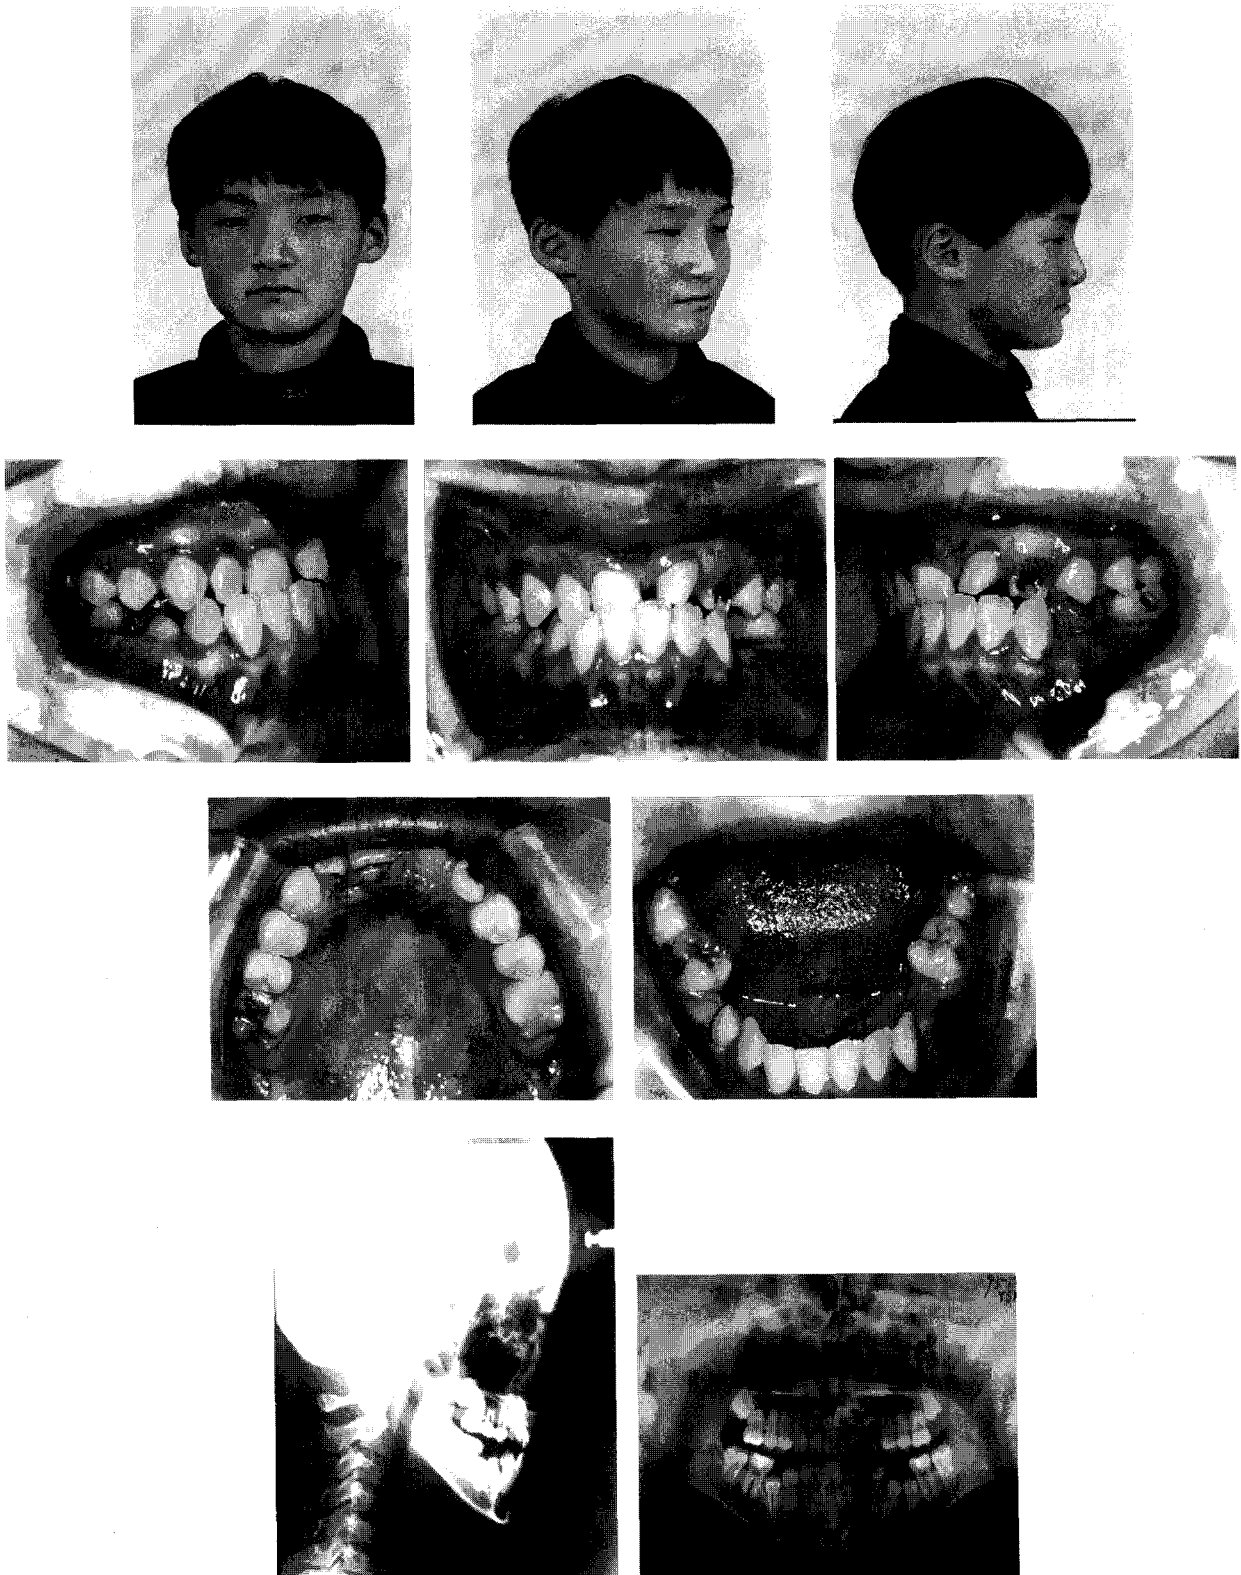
치료 전 구내, 구외 사진 및 방사선 사진.
